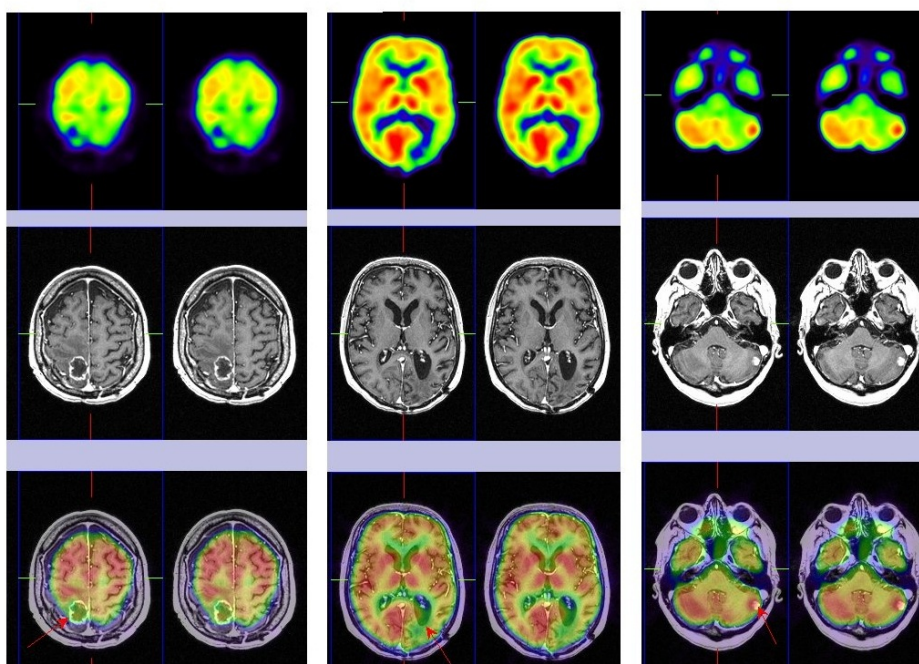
Estudio de PET-RM Cerebral (cortes transaxiales) con ^{18}F FDG donde se observa captación patológica del radiofármaco en lóbulo cerebeloso izquierdo que refleja recidiva tumoral y sin cambios en región parieto-occipital izquierda (radionecrosis) y cambios postquirúrgicos en lóbulo parietal derecho.
